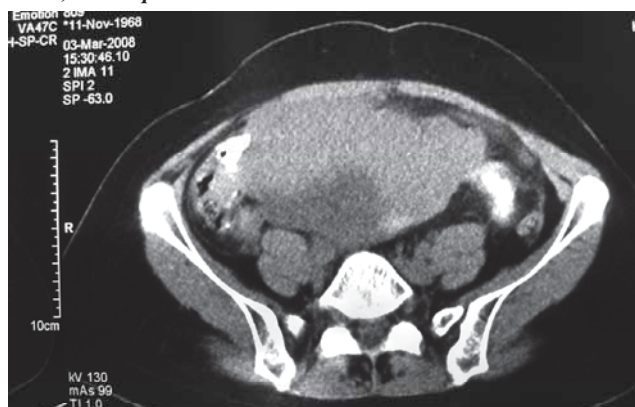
КТ-картина рецидива рака яичников у пациентки Б., 1955 г.р.
